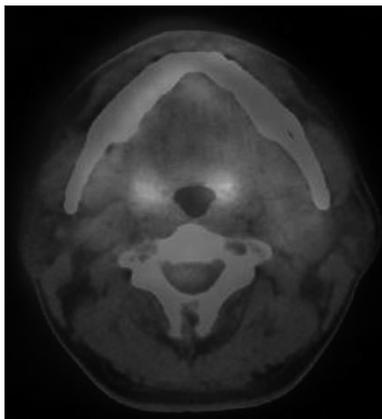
PET/CT scan showing intermediate asymmetric hypermetabolic lesions in both tonsils(right tonsil  $\text{max} \times \text{SUV}=3.18$ , level tonsil  $\text{max} \times \text{SUV}=4.33$ ).
